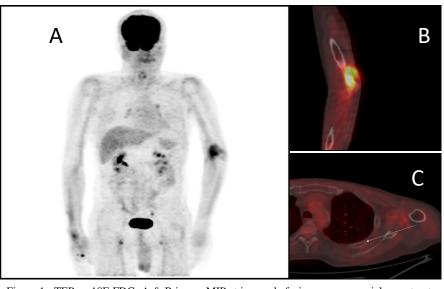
TEP au 18F-FDG; A & B image MIP et image de fusion en coupe axiale montrant un hypermétabolisme pathologique très intense et hétérogène du coude gauche sur lyse osseuse intéressant les condyles huméraux, l'olécrane et les extrémités supérieures des os de l'avant-bras. Panel C: image de fusion en coupe axiale ne mettant pas en évidence d'hypermétabolimse pathologique suspect en regard de l'arc postérieur de K4 gauche.
